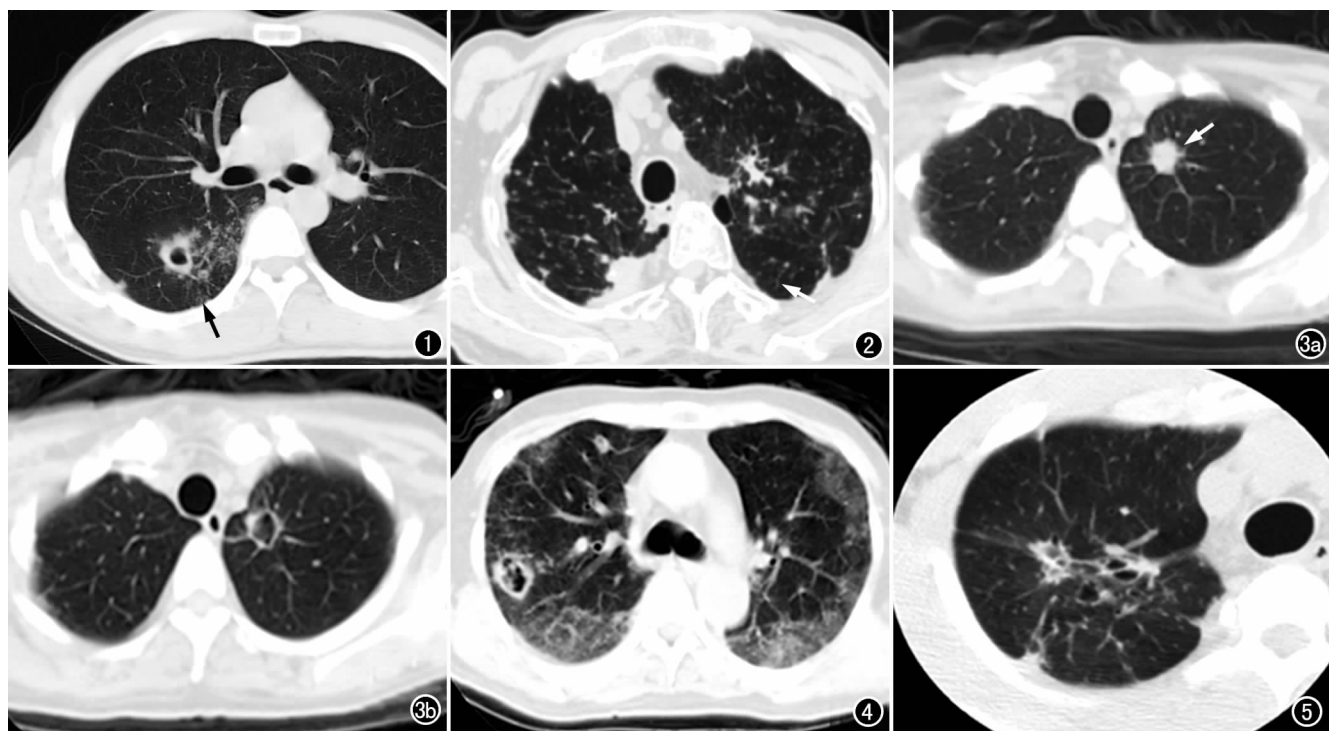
NTM 患者,CT 示右下肺斑片状影,可见小厚壁空洞形成,并可见局限性的树芽征(箭)。图 2 NTM 患者。CT 示双肺内弥漫性条索、斑片及小结节病变,伴胸膜粘连增厚,可见散在树芽征(箭)。图 3 NTM 患者。a) CT 示左上肺小结节病灶,周围见毛刺及晕征; b) 治疗后 6 个月 CT 示原实性病变演变为空洞,周围仍见毛刺。图 4 NTM 患者,CT 示双肺散在磨玻璃样阴影,以胸膜下区为主,右肺内空洞形成。图 5 NTM 患者,CT 示右上肺小斑片、条索及小结节病变,伴有多个小空洞形成。
